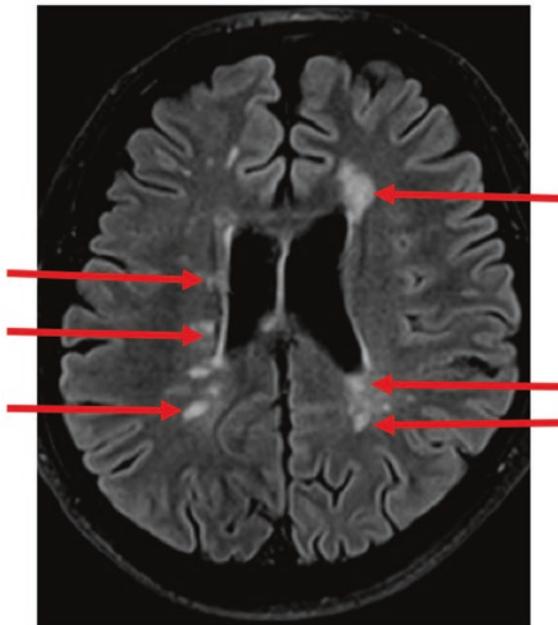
T2-FLAIR-MRT mit vielen hellen, hyperintensen MS-Herden an die Ventrikel (periventrikulär) angrenzend
